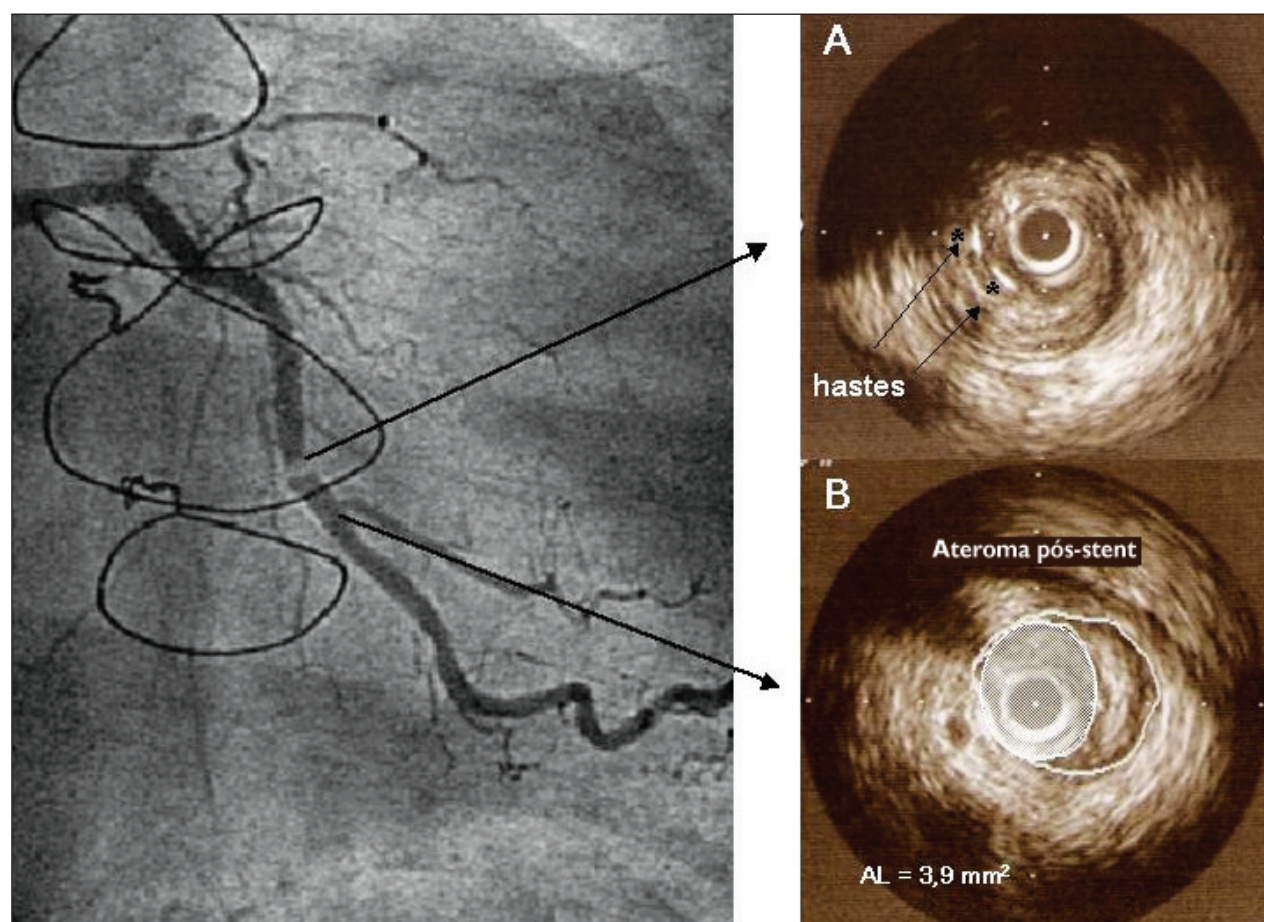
Ultra-sonografia intracoronária (USIC). Em A, marcada hiperplasia neo-intimal e hastes "soltas"; em B, ateroma pós-stent.
